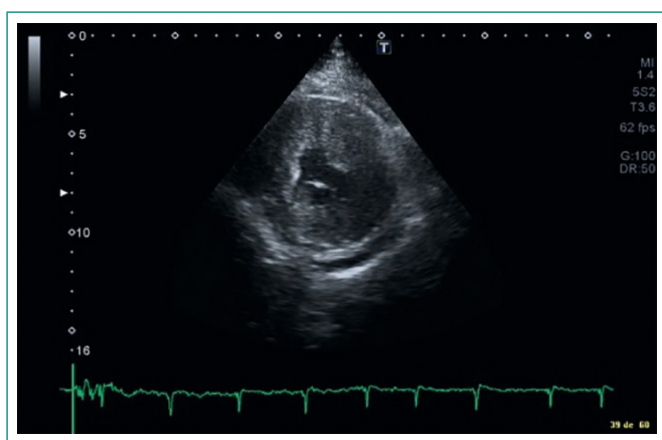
Ecocardiograma transtorácico (eje paraesternal corto), que muestra hipertrofia concéntrica severa del ventrículo izquierdo, y derrame pericárdico leve
